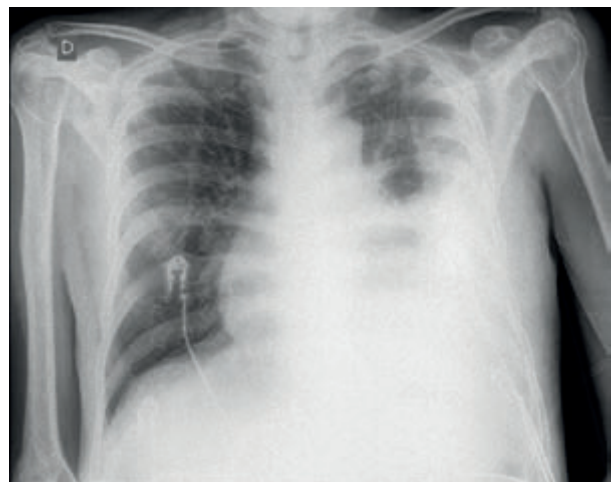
Radiografía de tórax anteroposterior. A la izquierda se observa una opacidad de concavidad superior izquierda compatible con derrame pleural izquierdo (línea negra). En una cuarta parte de pacientes con pericarditis es posible detectar derrame pleural, habitualmente en el lado izquierdo (a diferencia de la insuficiencia cardíaca, que suele ser en el lado derecho).
